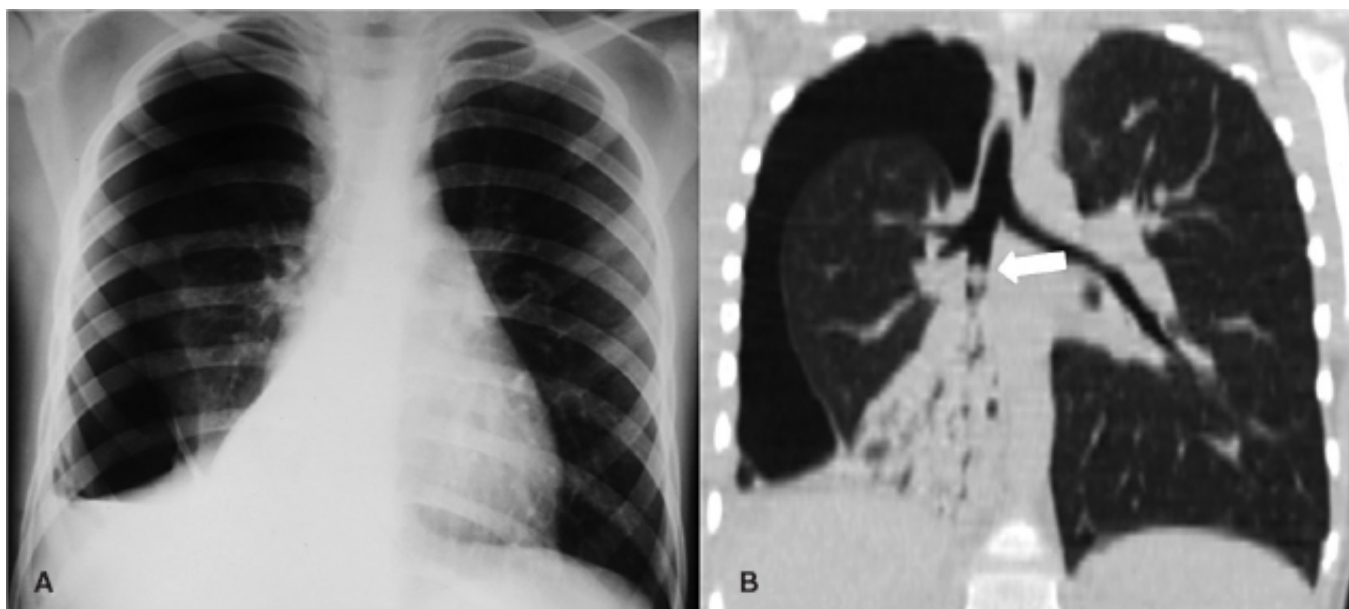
Atelectasia. A. Radiografia simples de tórax em PA. B. TC de tórax em janela de pulmão. Sinais de atelectasia do lobo inferior direito e corpo estranho no brônquio para o lobo inferior direito (*seta*), causando atelectasia do lobo correspondente. Pneumotórax decorrente de complicação pneumônica.
